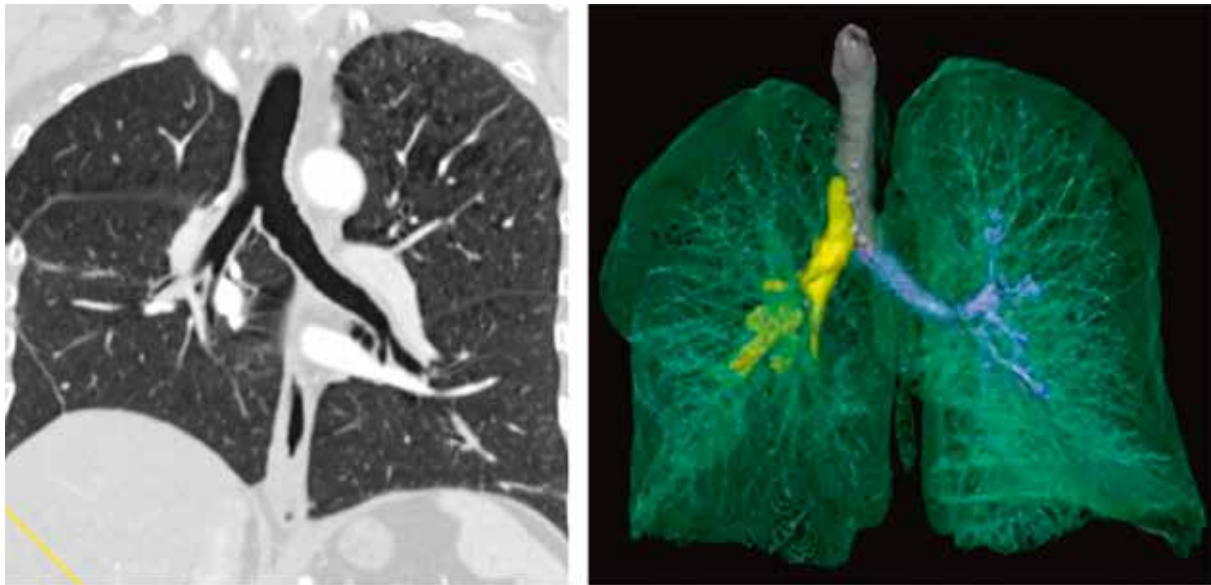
СКТ пациента И. после операции
